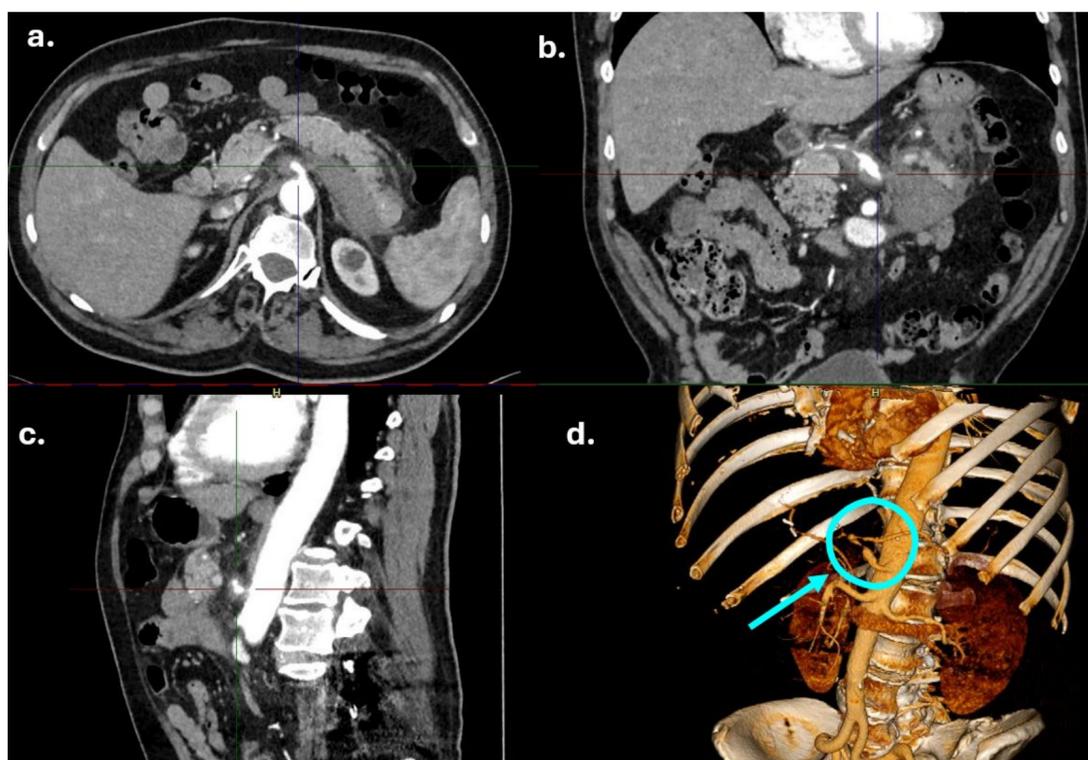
Differenti sezioni della TC addome con mdc
